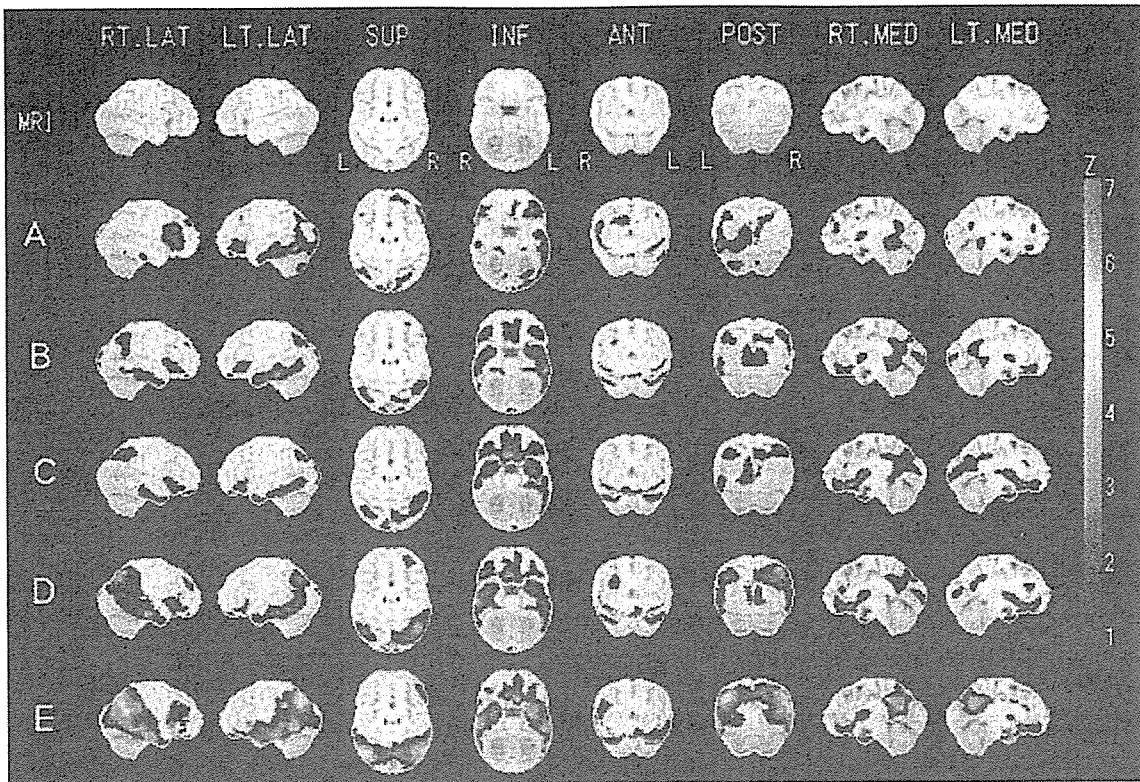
各群の平均zスコア。 $^{123}\text{I}$ -IMPSPECTを3D-SSPで統計処理を行ったデータをStereotactic Extraction Estimation (SEE)のTalairach Daemonレベル3分類で評価した。D, E群では、後部帯状回、楔前部に加え、頭頂葉、側頭葉の血流低下が明らかである。
